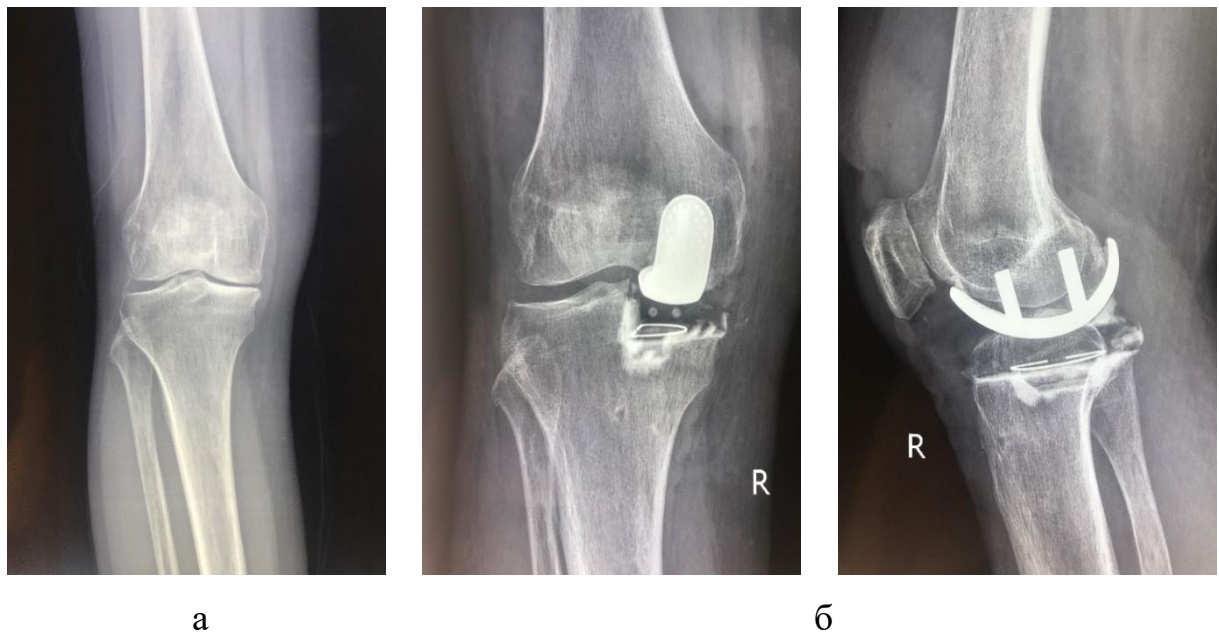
Фотовідбитки рентгенограм правого колінного суглоба хворої Б., 63 р., де а) до операції; б) через 12 міс. після монокондилярної артропластики, виконаної за класичною методикою
